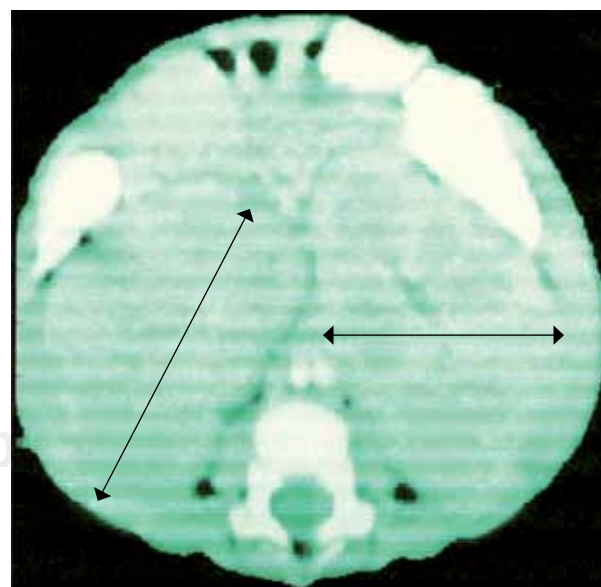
TAC (4x). Obsérvese el gran tamaño de ambos riñones, (señalado con flechas), evidenciado en sus diámetros anteroposterior y transversal.
